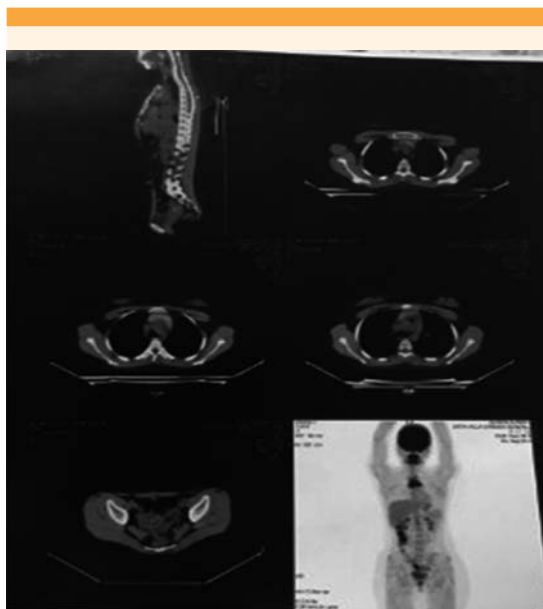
PET-SCAN (4/8/2018) sin zonas de hiper captación.
